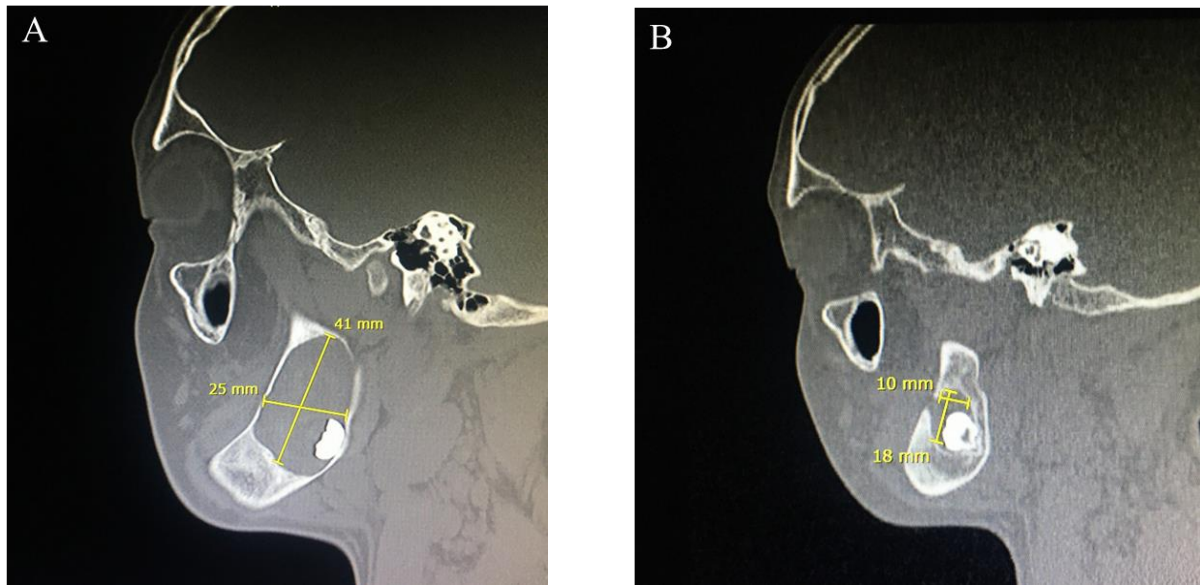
Comparação TC corte axial 27/05/2019 x 08/04/2020
